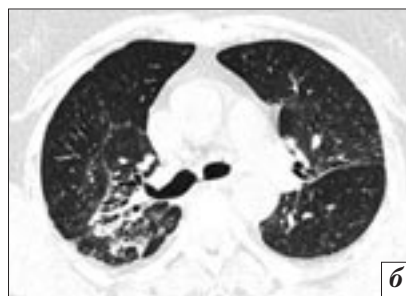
МСКТ, легочное окно. Саркоидоз легких. Сочетание всех типов изменений в легочной ткани у одного пациента: а – срез на уровне дуги аорты; б – срез на уровне средних отделов легких; в – срез на уровне нижних отделов легких.
